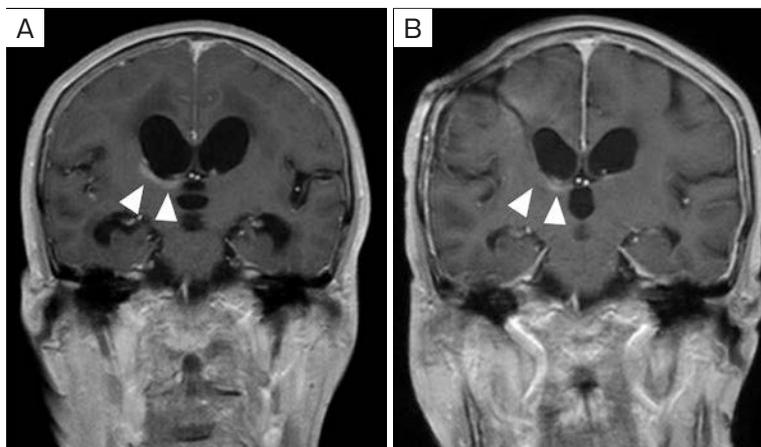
T1-weighted gadolinium-enhanced magnetic resonance imaging. (A) The contrast enhancement on the right lateral ventricle was observed on day 4 (arrowheads). (B) The contrast enhancement was attenuated on day 41 (arrowheads).
